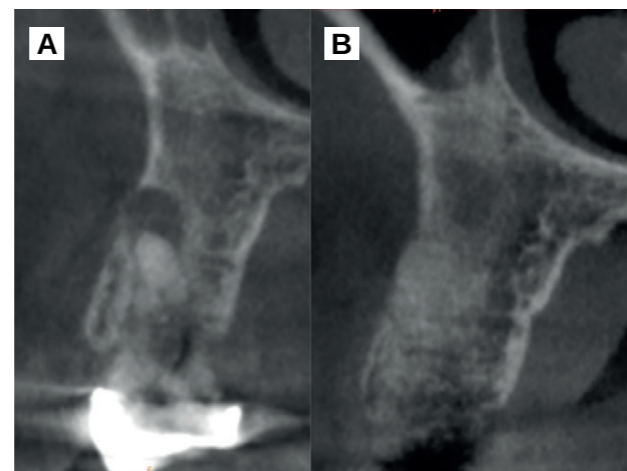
A. Präoperatives CBCT. B. Unmittelbar postoperatives CBCT.
